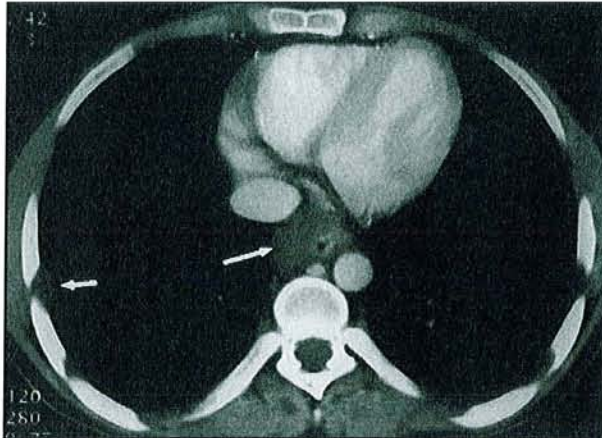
TDM thoracique ; Neurofibromes localisés à la plèvre thoracique (flèche) et paravertébraux (flèche).
